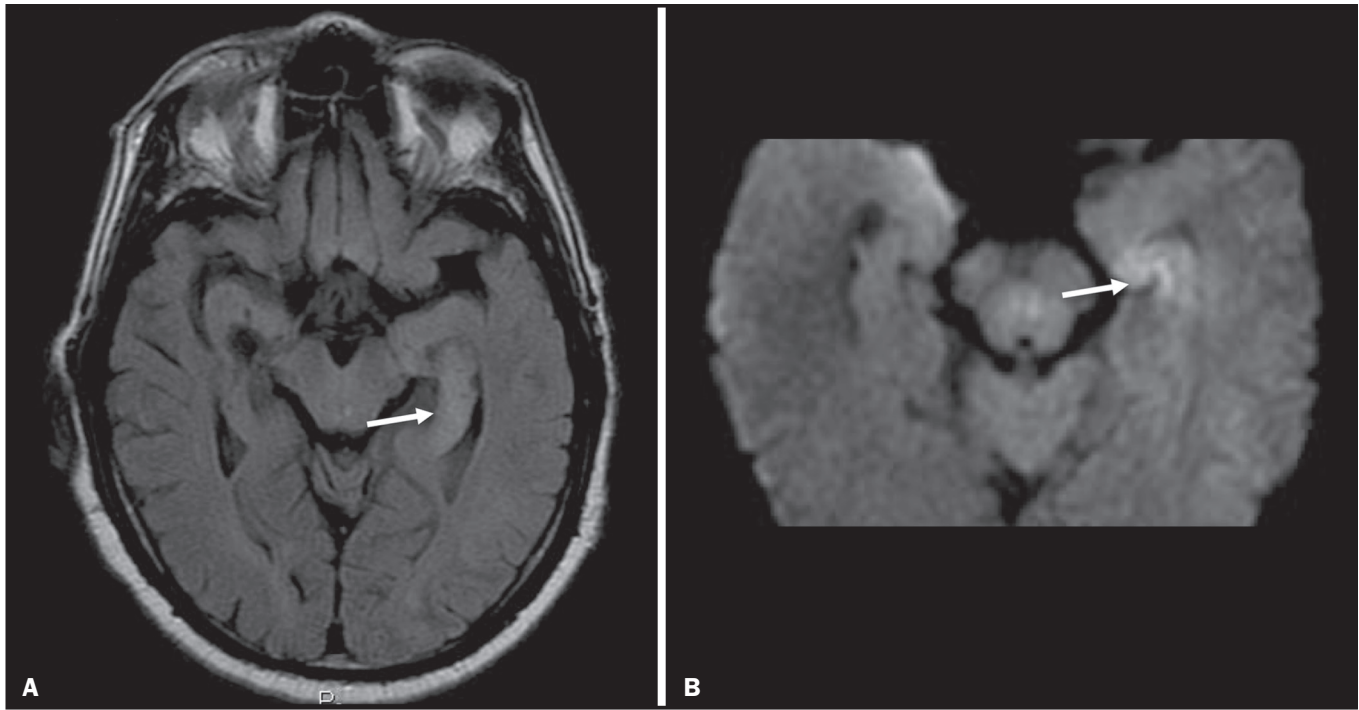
Edema pós-crise convulsiva. A: Axial FLAIR demonstrando hipersinal no hipocampo esquerdo com restrição à difusão (B).
